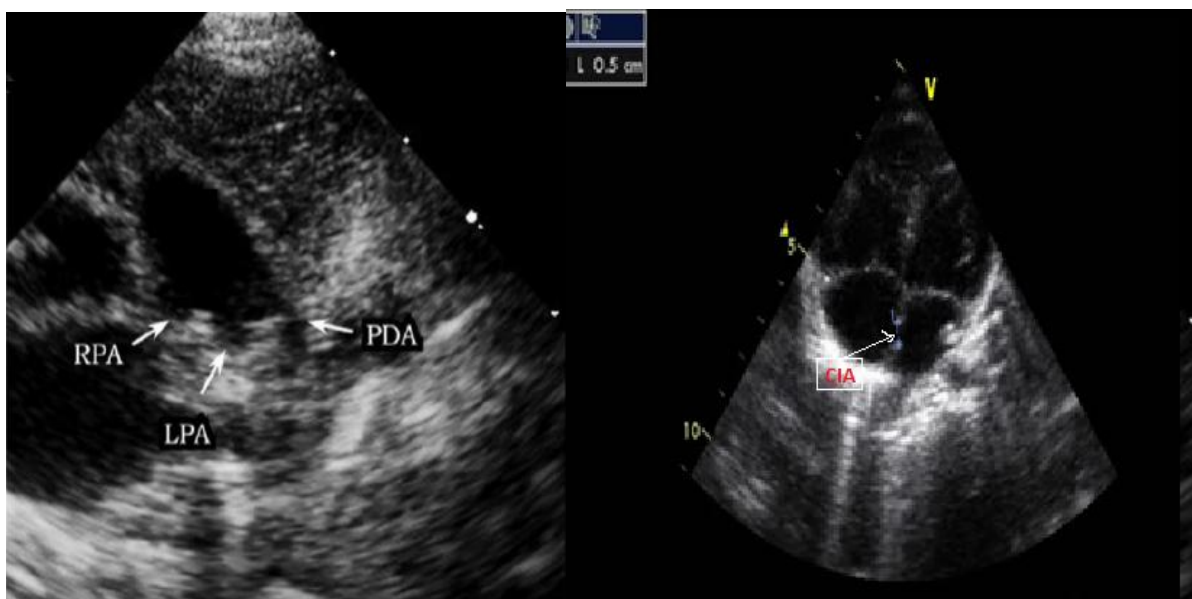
Images échographiques d'un patient présentant un canal artériel persistant associé à une CIA ostium secundum de 5 mm
